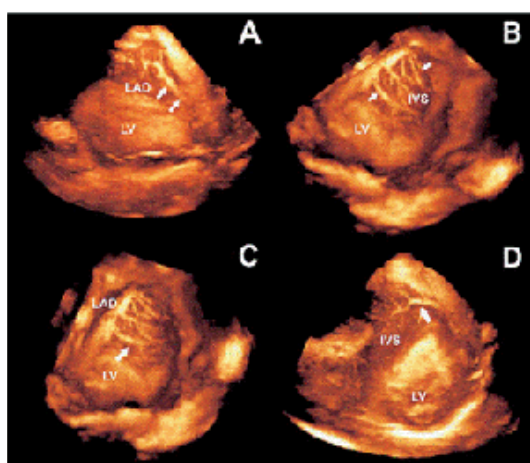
12: Exemplo de gradiente de cor (exame de ecocardiografia tridimensional)
